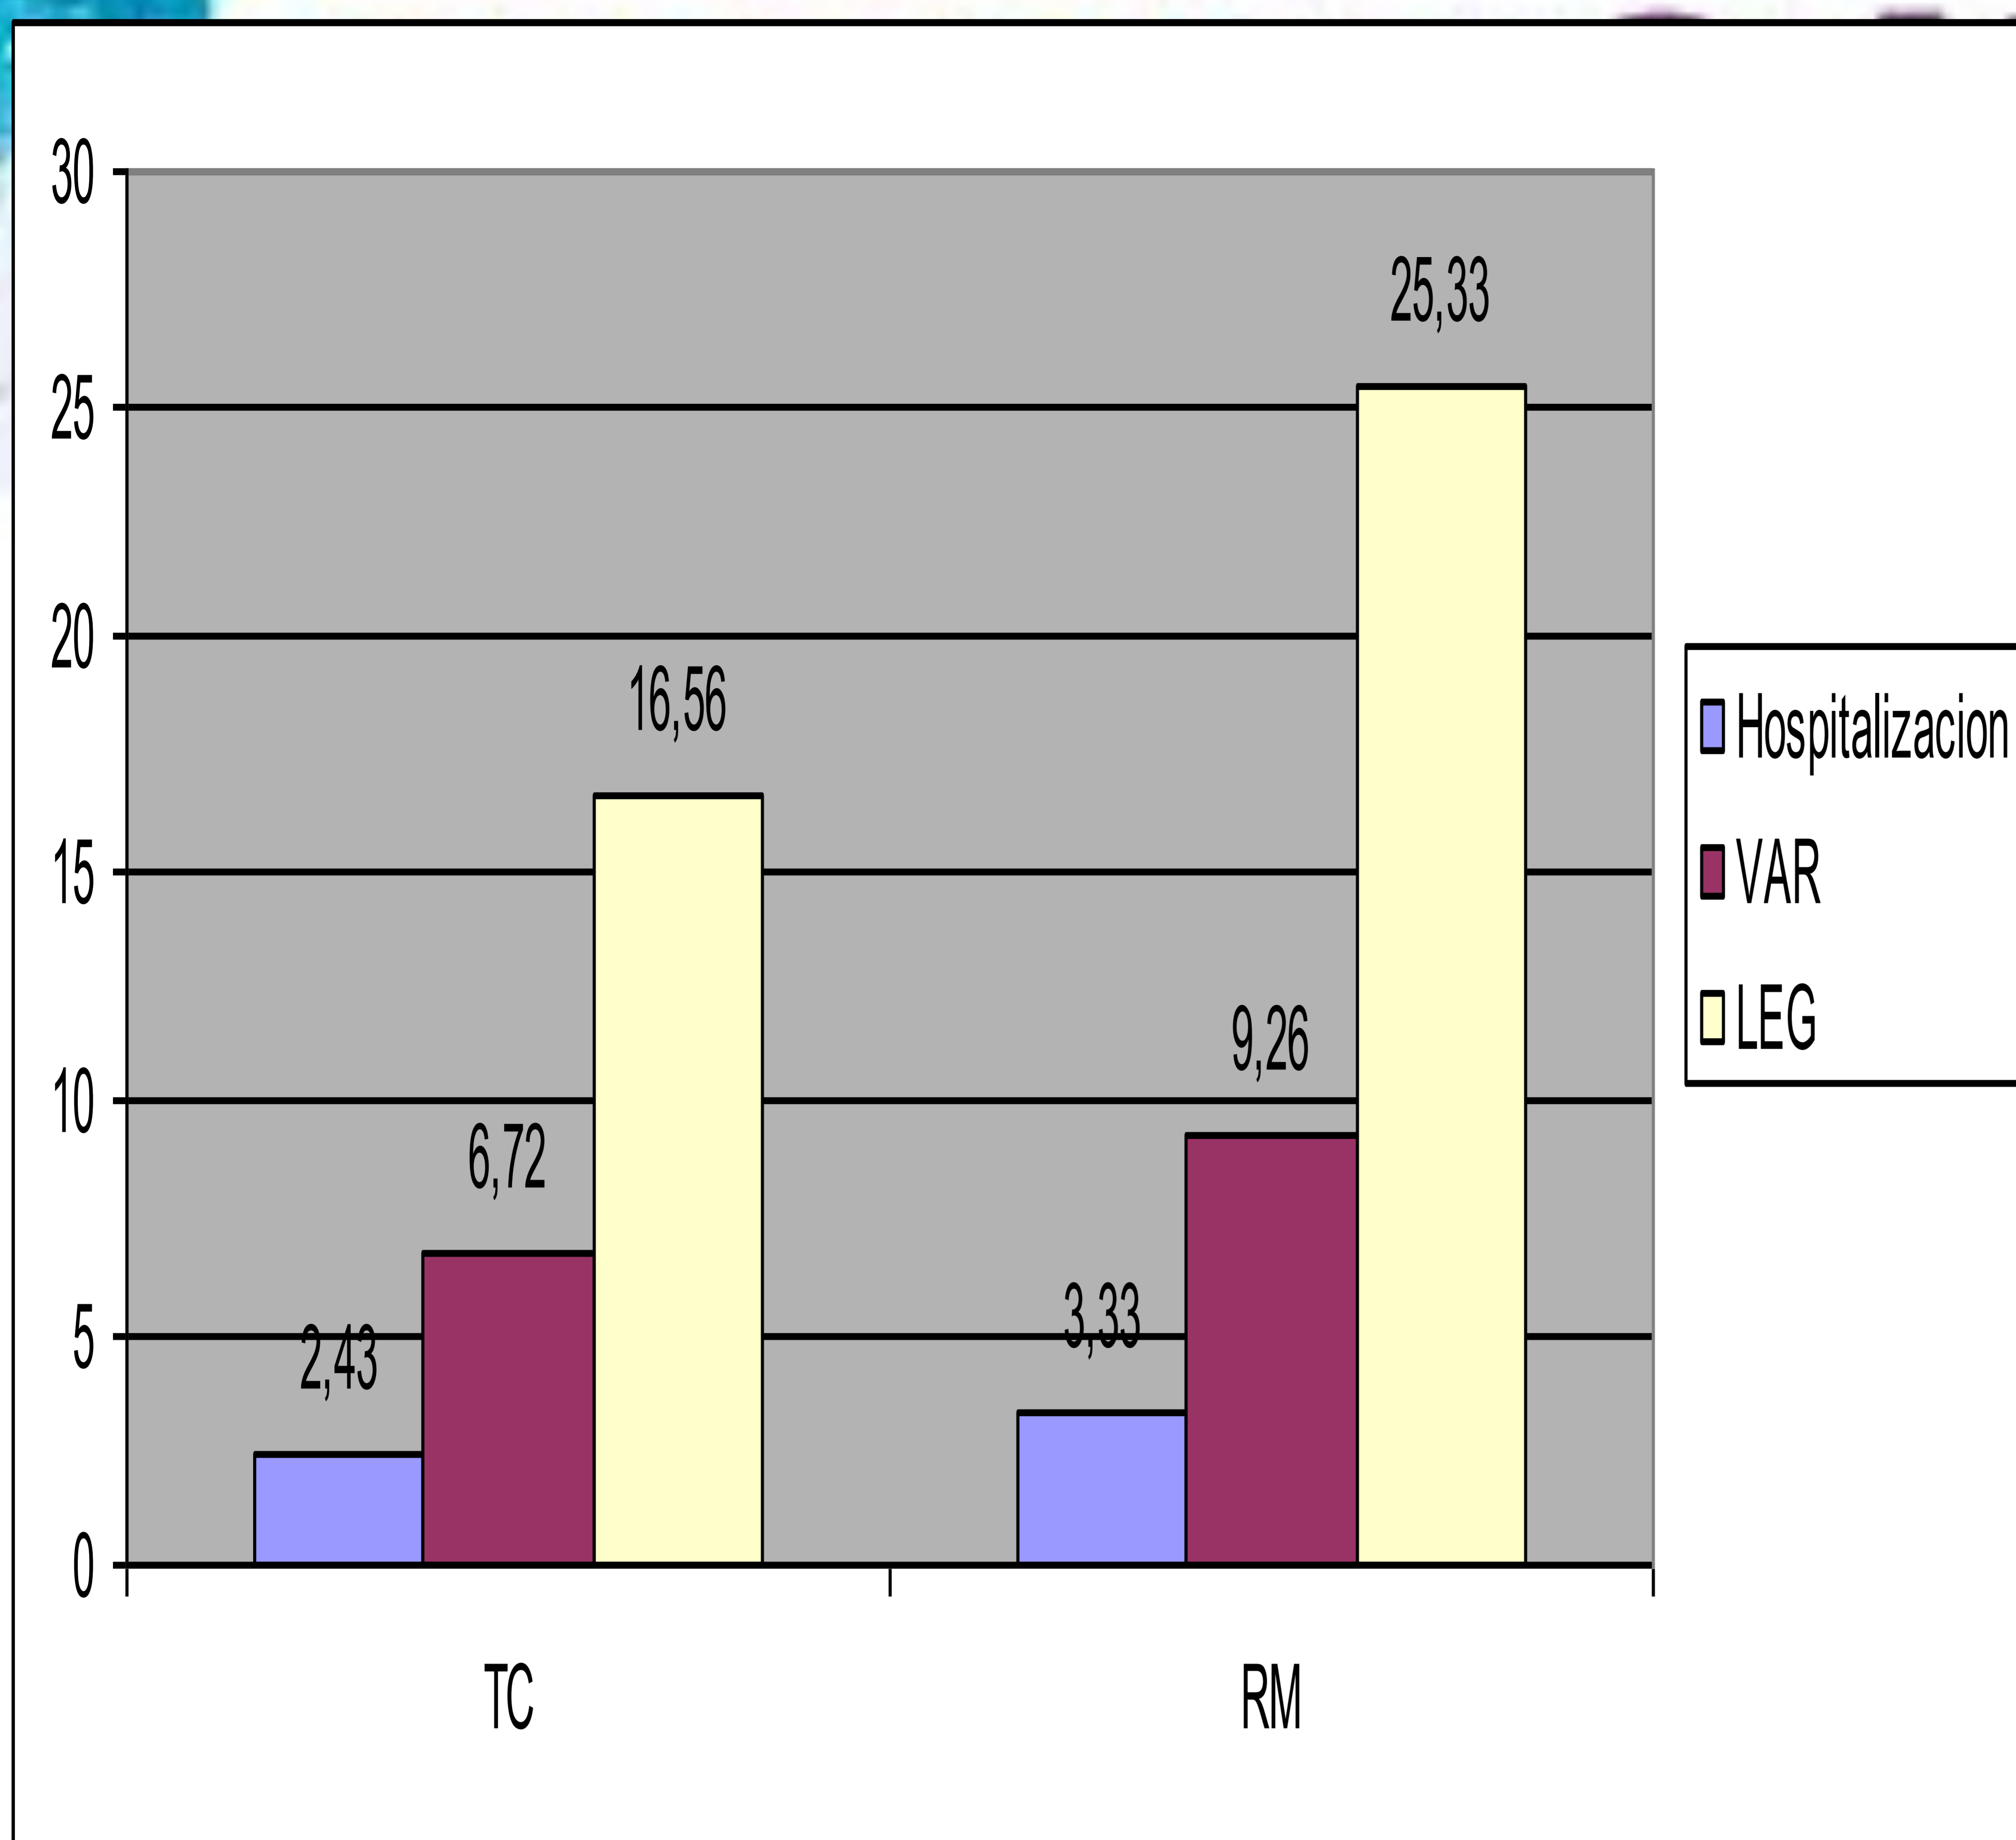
Demora promedio en días en la realización de estudios de TC y RM para cada una de las vías de acceso
